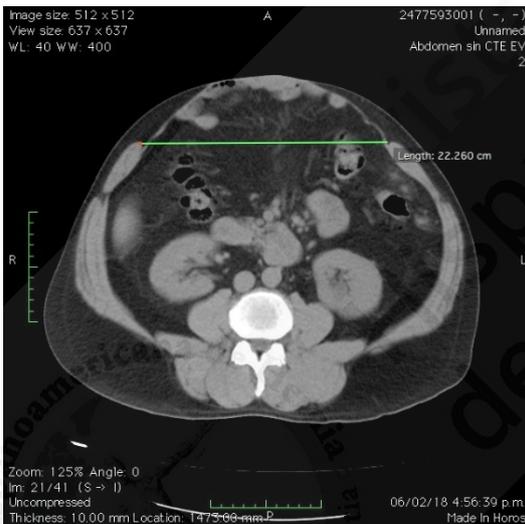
TAC abdomino-pélvico, corte axial.
